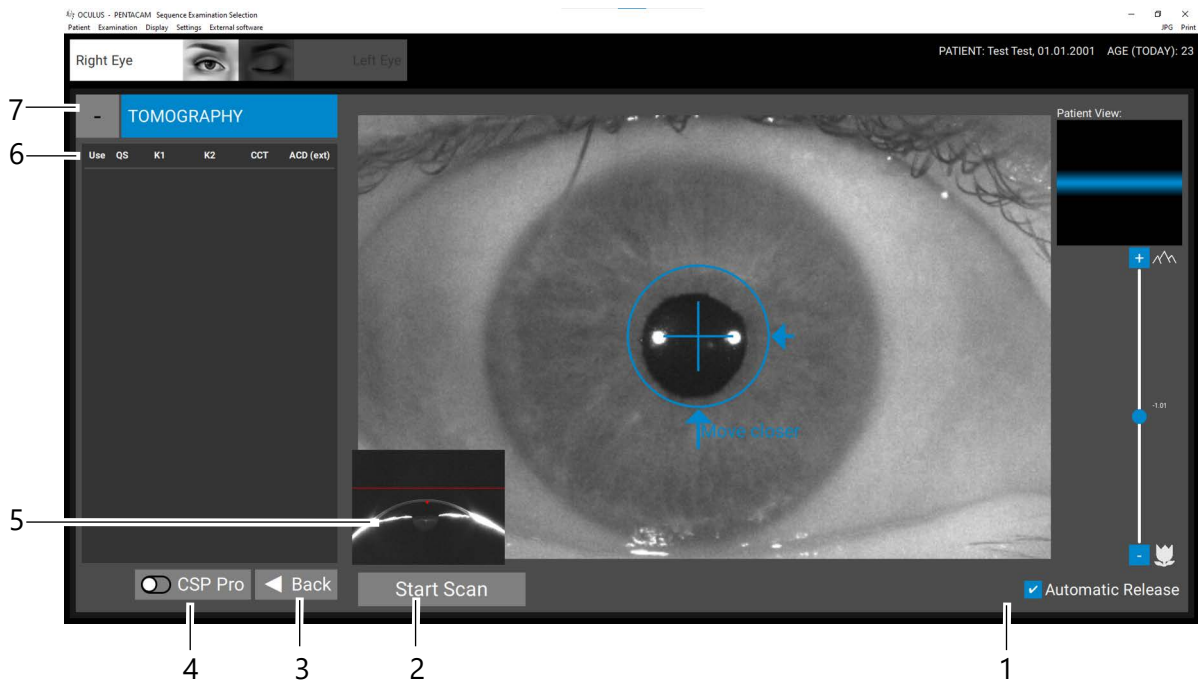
Écran d'examen « Tomographie »
